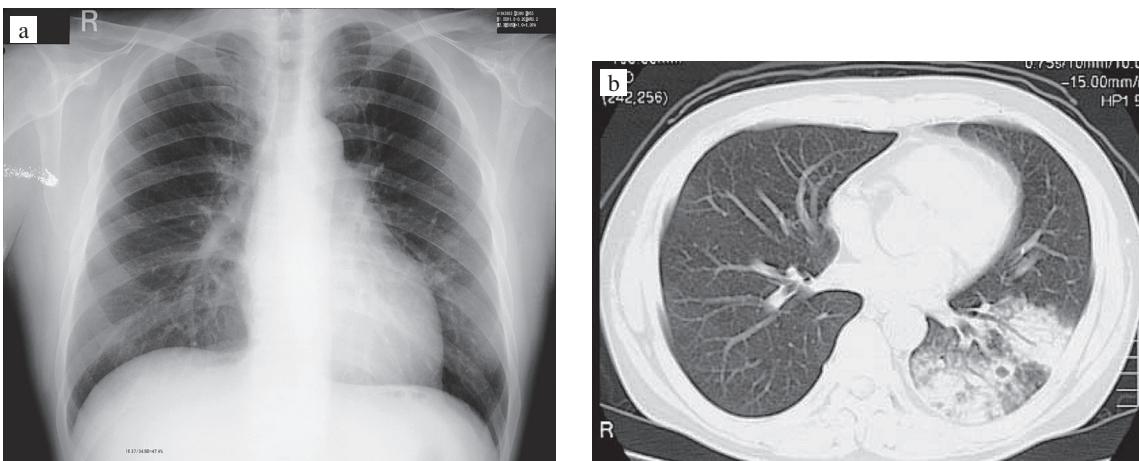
Chest radiograph (a) and CT (b) in April 2006 on onset showed the unilateral abnormal shadow in left lower lung field.
